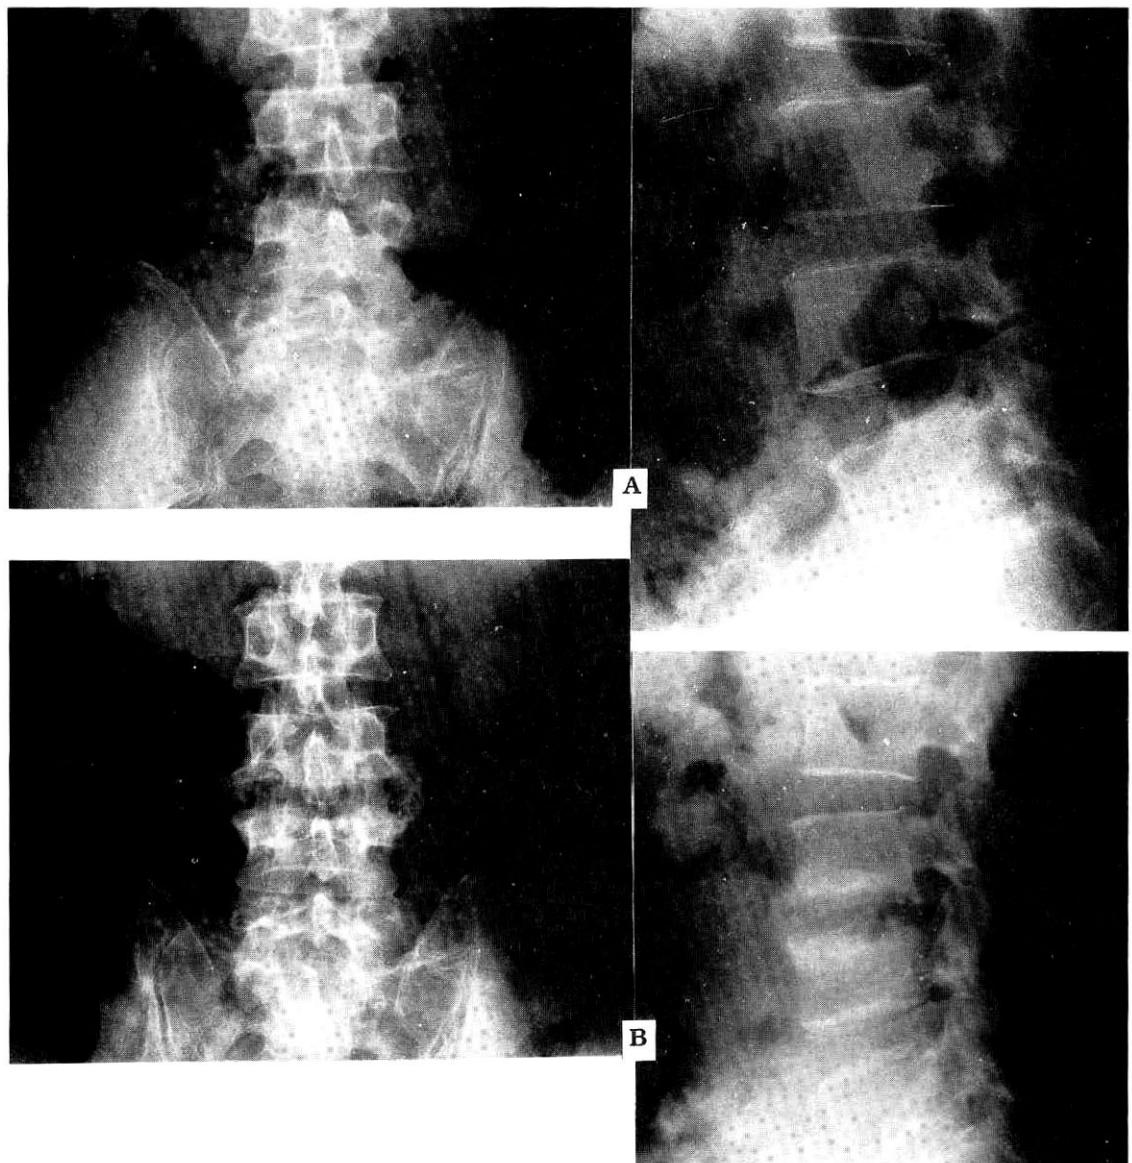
Plain films (A) show anterior and lateral view of L3 and L4 vertebral bodies. Notice irregular destruction of L3 inferior end plate and L4 superior end plate. 3 months later, follow-up plain films (B) show bony sclerosis around cortical end plates of L3 and L4.
